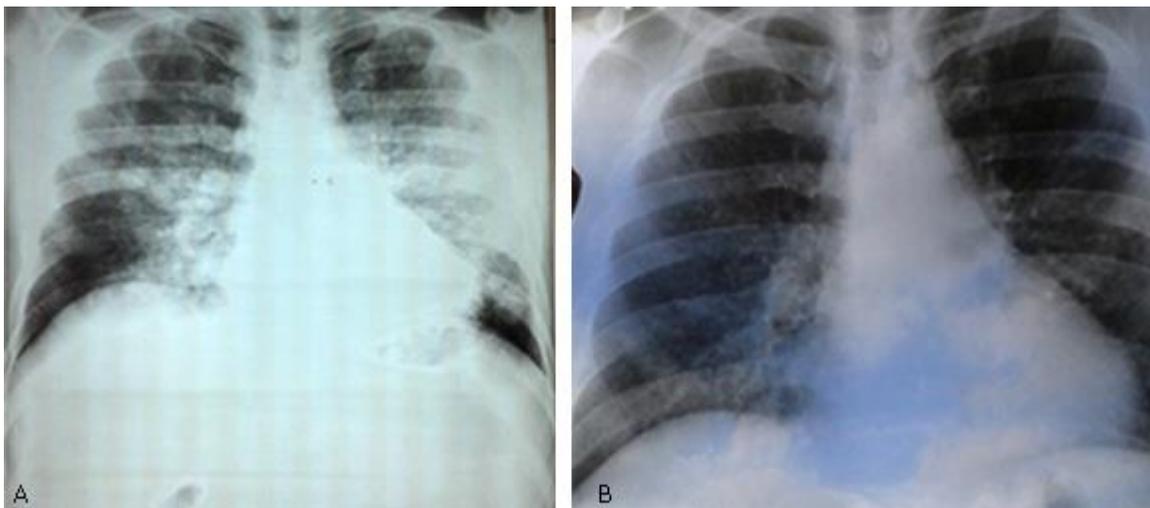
Estudios radiológicos evolutivos realizados al paciente. A) Radiografía antes del ingreso. Se aprecia radiopacidad heterogénea de tipo intersticial bilateral, con franco predominio hilio - basal que compromete ambos campos pulmonares. B) Radiografía al egreso. Se observa persistencia de patrón intersticial hilio basal derecho que abarca un área menos extensa del hemicampo pulmonar homónimo (signo de resolutivez).
